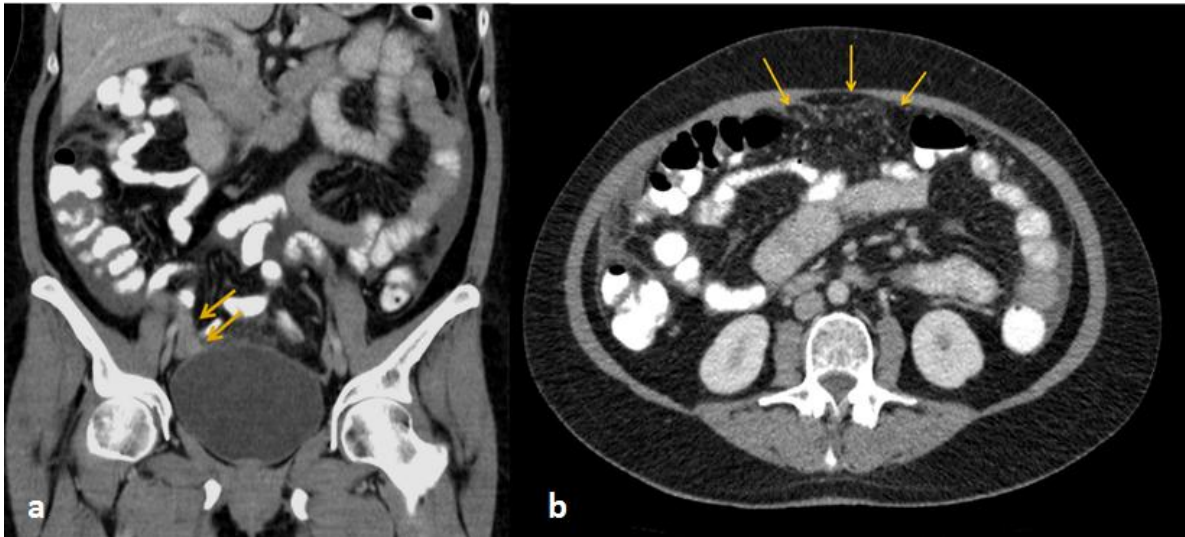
Mujer de 54 años. La TC con contraste oral y endovenoso muestra una imagen pseudonodular de bordes mal definidos localizada en la región anaxial derecha, adyacente a la vejiga y rodeando un asa de intestino delgado que presenta realce al contraste endovenoso (a). La misma TCMS evidencia engrosamiento nodulillar del espacio peritoneal anterior (b). En ambas imágenes (a y b) se observa escasa cantidad de líquido libre en espacio parietocólico derecho e izquierdo. Los hallazgos anatomopatológicos postquirúrgicos revelan mesotelioma peritoneal maligno de tipo epitelial.
